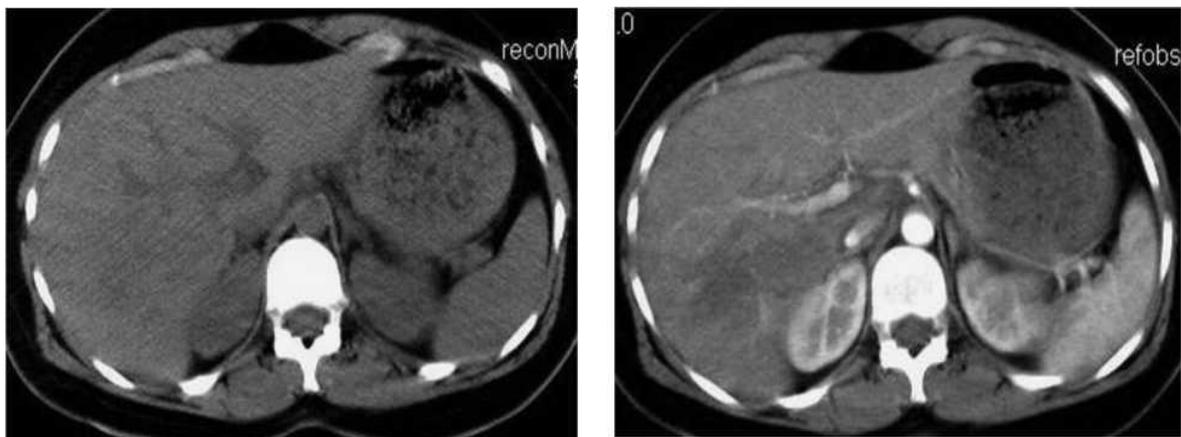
Компьютерные томограммы. Ушиб V и VI сегментов печени (стрелки). а – без контрастного усиления; б - с контрастным усилением
